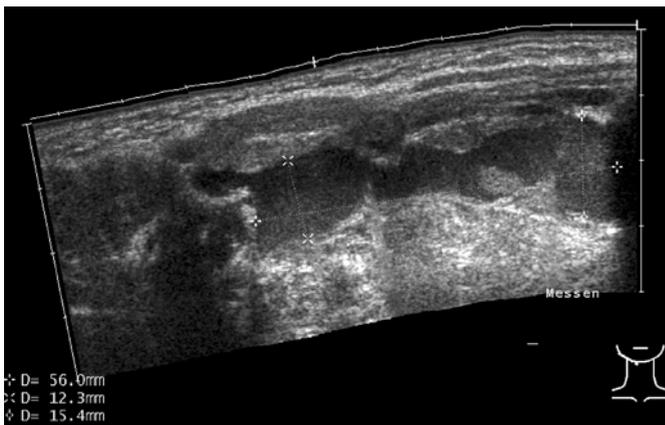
Sonographische Darstellung (Siescape) der miteinander kommunizierenden Ranulae der Glandulae submandibularis et Glandula sublingualis rechts
